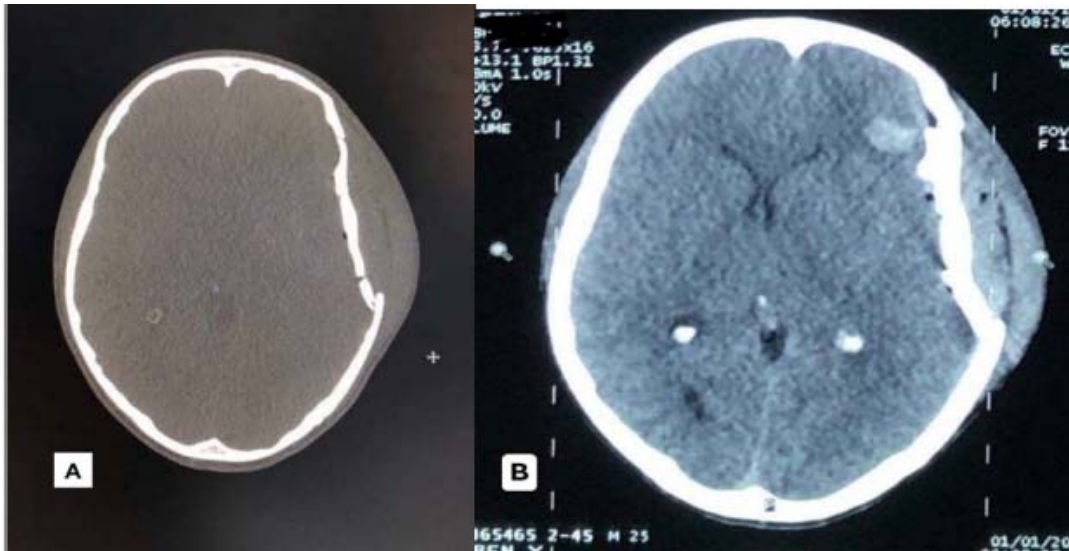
TDM cérébrale en coupes axiales :
